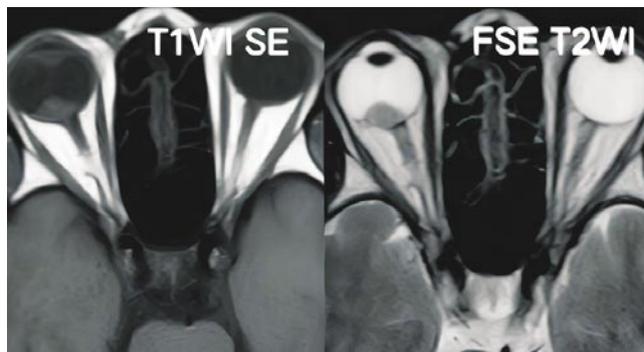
МРТ-снимок в T1 и T2 режимах увеальной шванномы (источник – 6. Yu Y, Cheng Y, Wang K, Sun K, Shen D, Liang J. Intraocular schwannoma: A case series of 3 patients. *Oncol Lett.* 2019 Jan;17(1):1274-1278).
